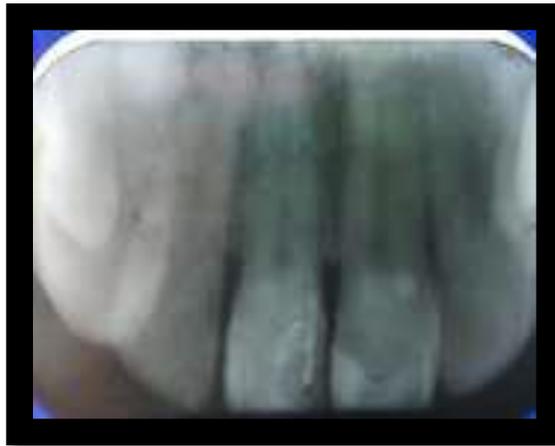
Radiografía de Diagnóstico
